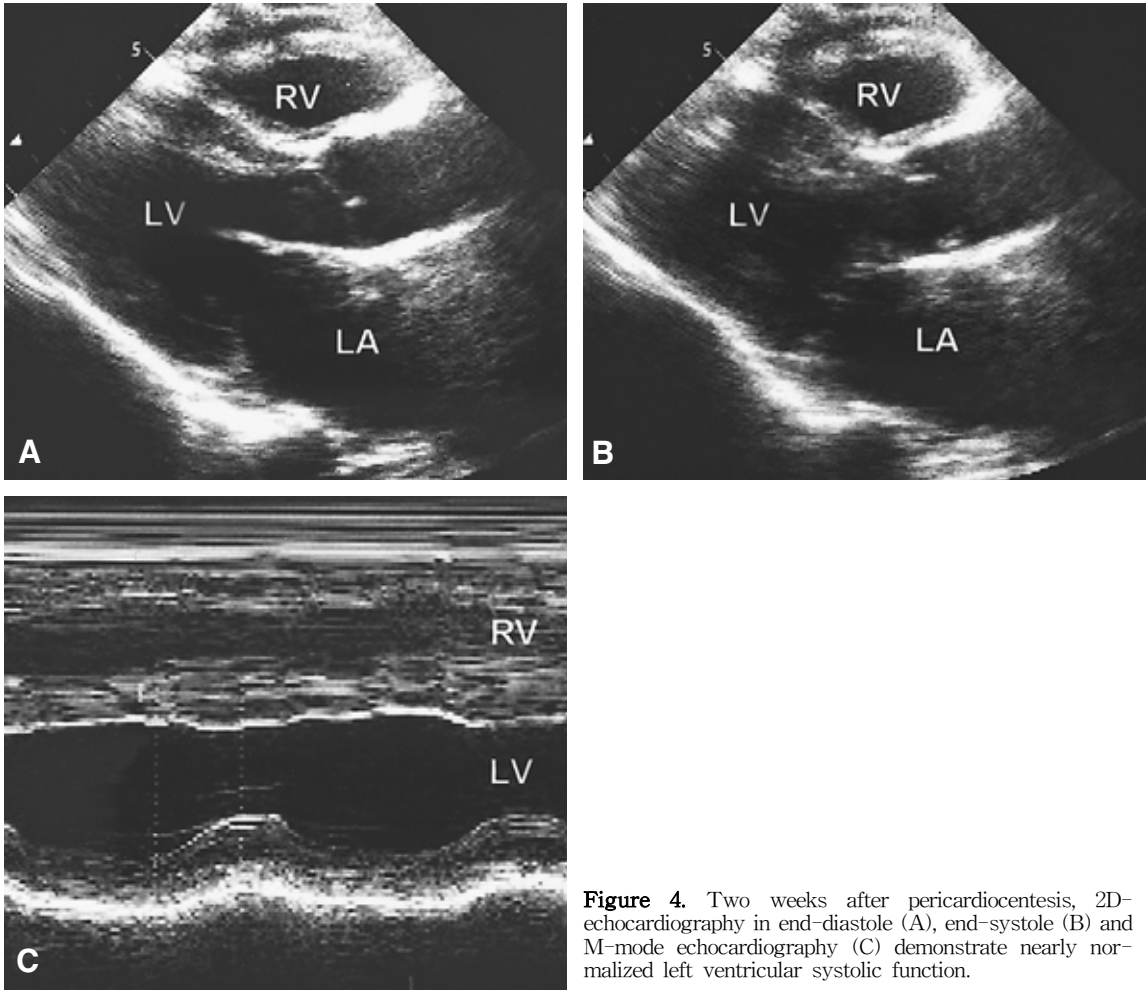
Two weeks after pericardiocentesis, 2D-echocardiography in end-diastole (A), end-systole (B) and M-mode echocardiography (C) demonstrate nearly normalized left ventricular systolic function.
